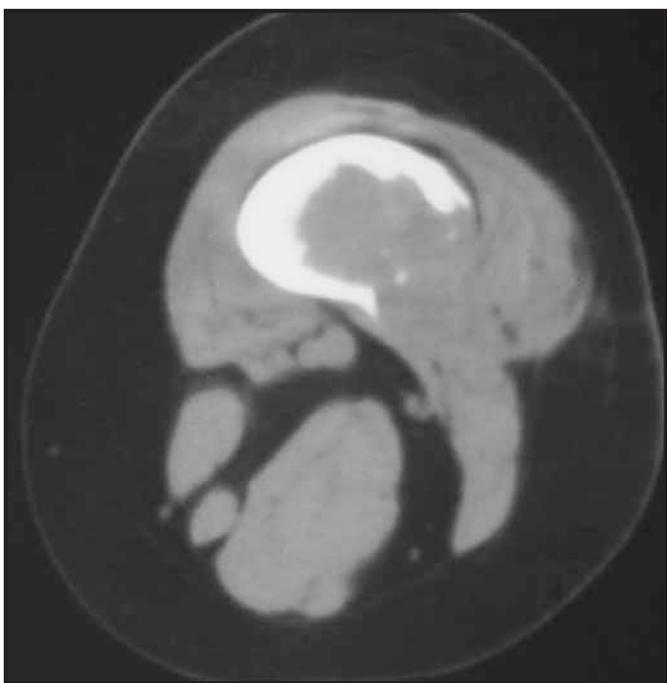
TC, lesión extracompartimental, pérdida de límites.
